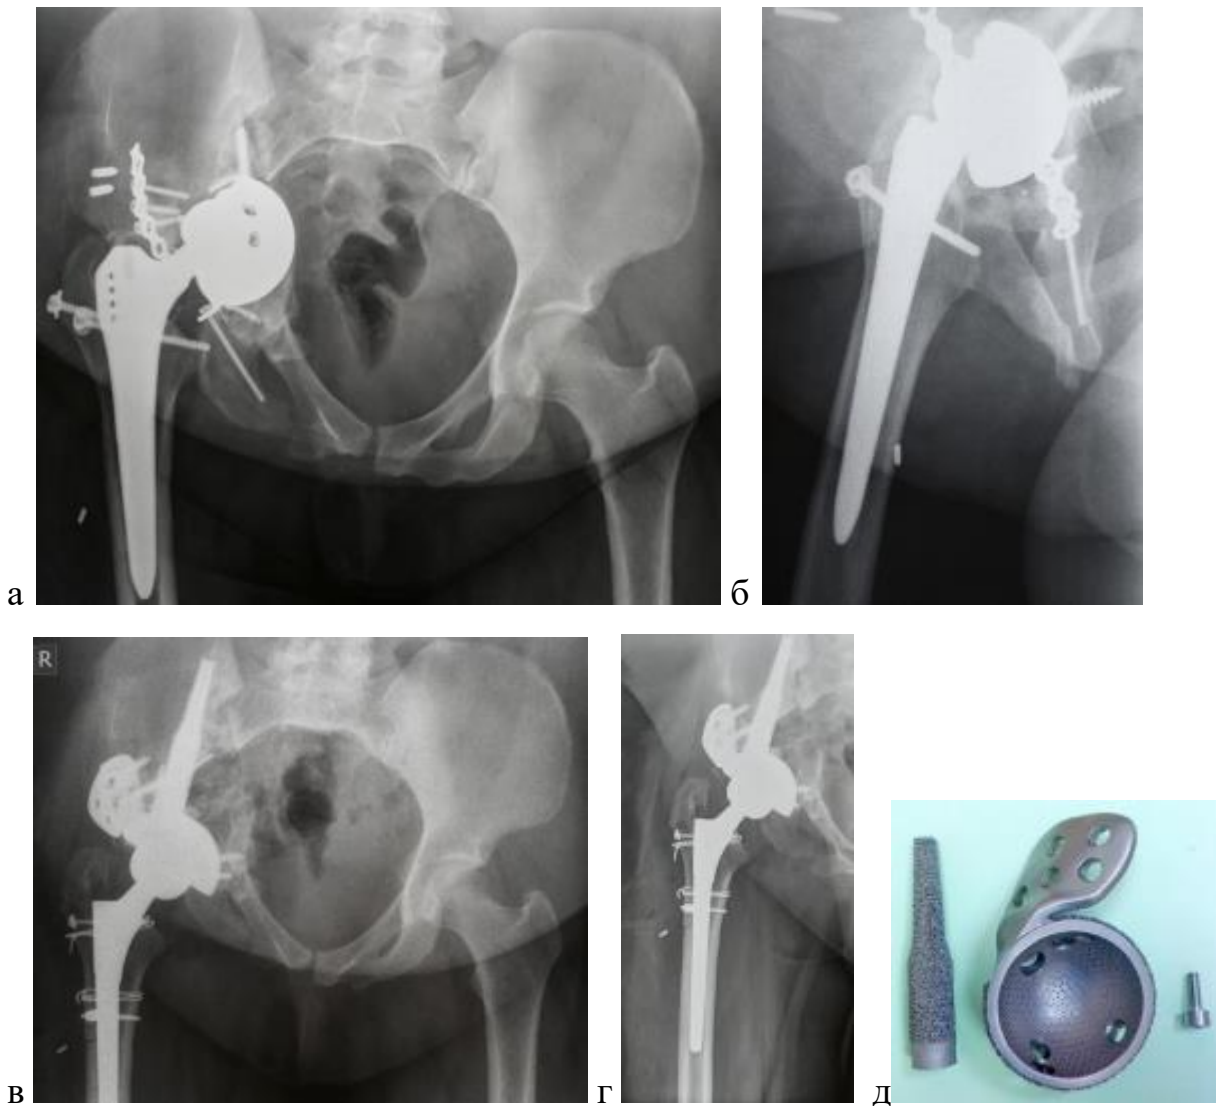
Рентгенограммы больной Н. а) до операции б) сразу после операции в) через 8 мес. после повторной ревизии г) фото имплантата
